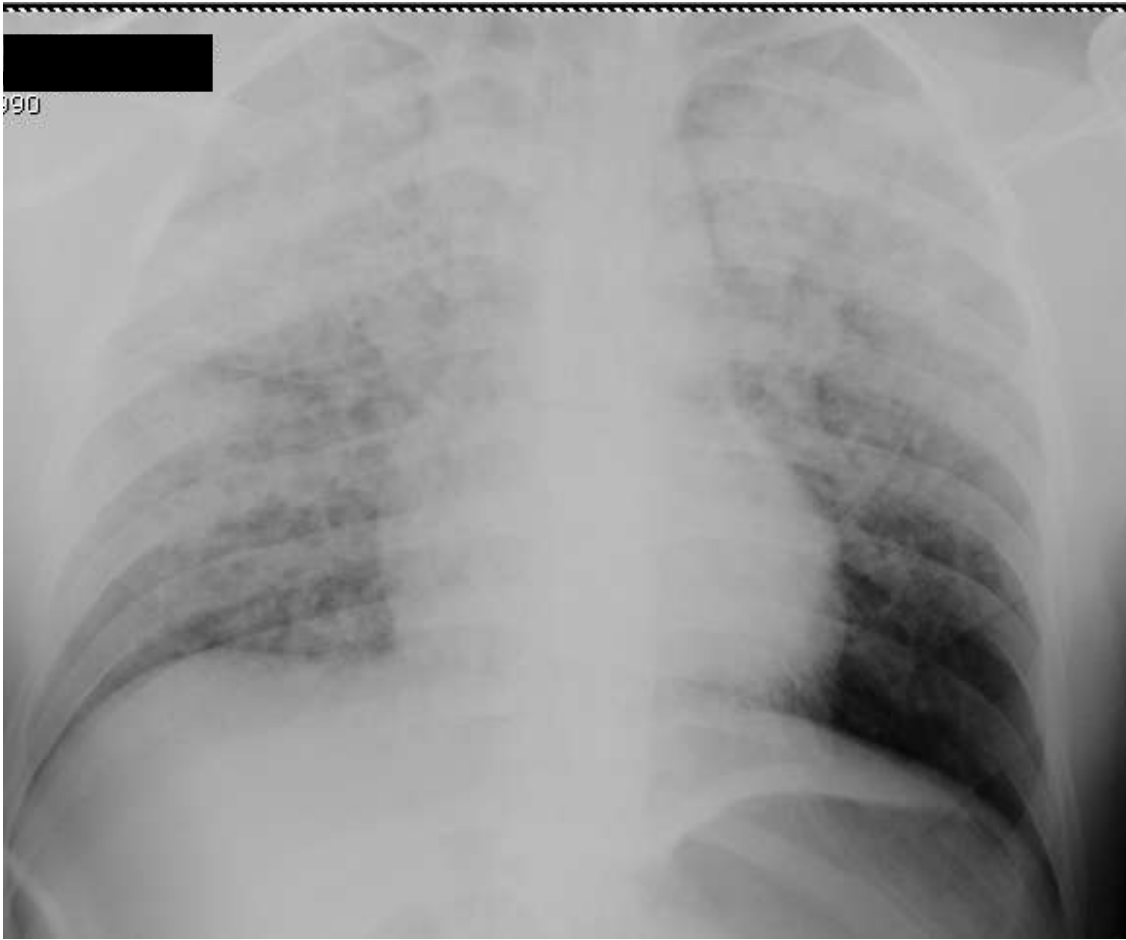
Radiografía de tórax en donde se observan infiltrados pulmonares bilaterales, característicos del Edema Agudo Pulmonar por Presión Negativa.
